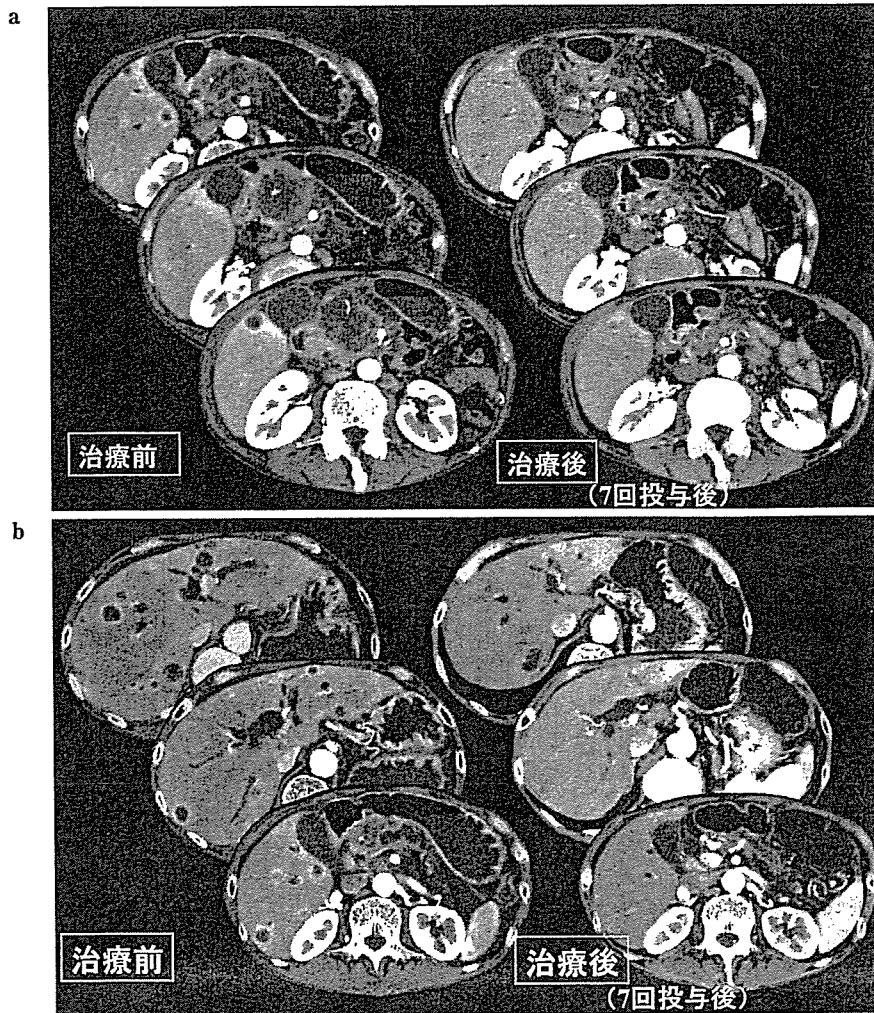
iMRD法による化学療法前後のCT所見の変化
